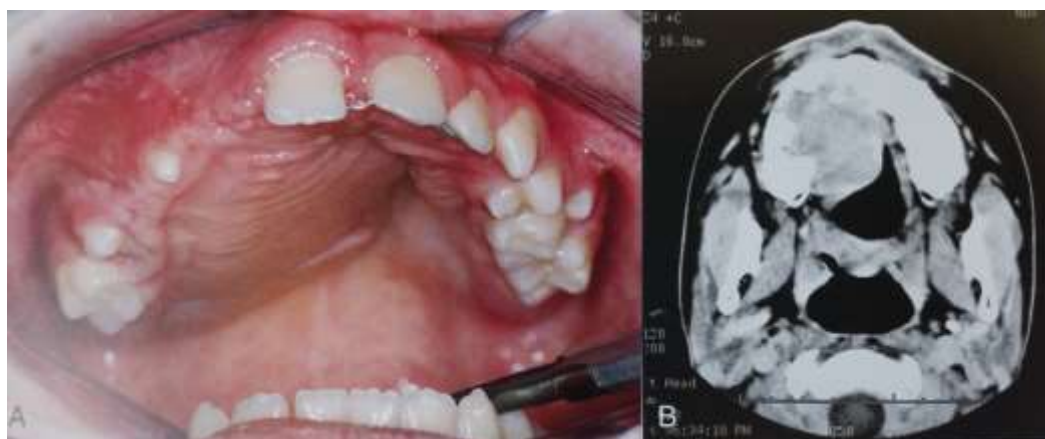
Granuloma central de células gigantes. A: Vista macroscópica. B: TC, imagem axial.
